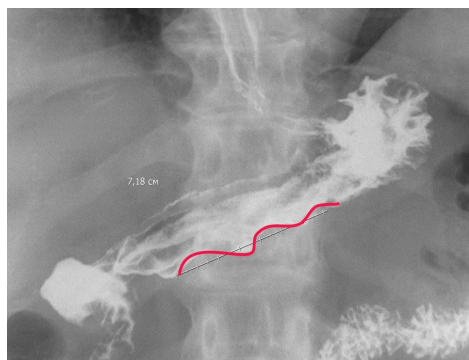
Рентгенография желудка. Блюдцеобразный рак антрального отдела желудка. Вдоль малой кривизны определяется опухолевая инфильтрация (красная линия), которая распространяется на весь антральный отдел от угла желудка, без перехода на тело: а – прямая проекция в положении лежа на животе, б – прямая проекция в положении лежа на спине, в – прямая проекция в положении лежа на животе, аннотированное изображение, г – прямая проекция в положении лежа на спине, аннотированное изображение [оригинальный рисунок].
